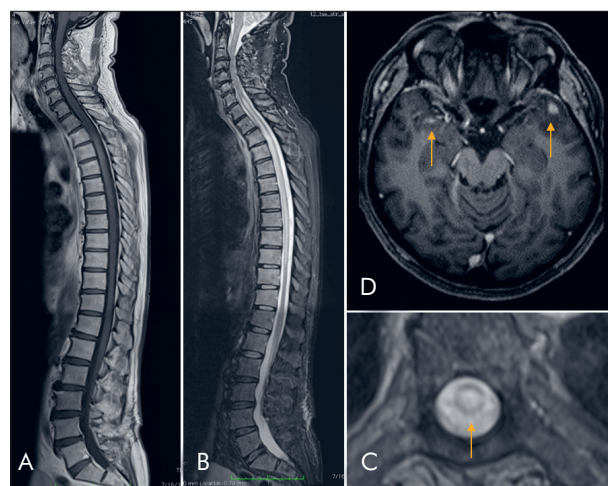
Neuroimaging of Case 2. A. Moderate contrast enhancing lesion of the thoracic spinal cord on sagittal T1W MRI. B. Extensive thoracic medullary hyperintense signal on STIR MRI. C. Cross-sectional image of the same lesion. D. Contrast enhancing lesions in the temporal poles on axial T1W MRI
